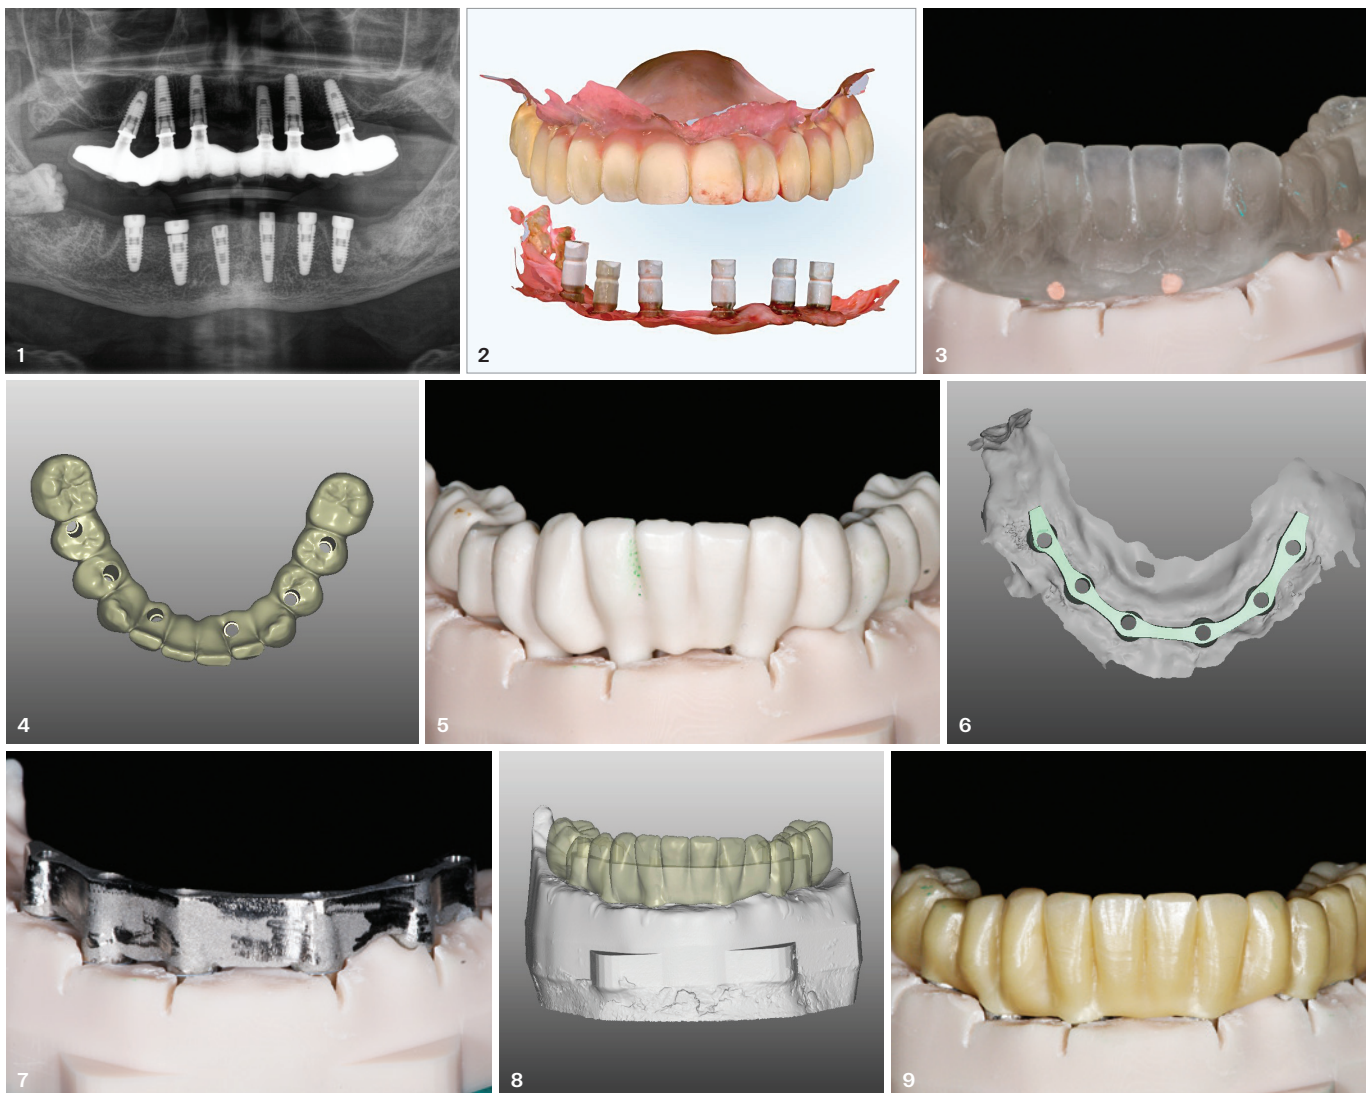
Röntgenbild postchirurgisch. – Abb. 2: Intraoralscan. – Abb. 3: DVT-Schablone. – Abb. 4: CAD-Try-In. – Abb. 5: Try-In. – Abb. 6: CAD-Steg. – Abb. 7: Kobalt-Chrom-Steg auf Modell. – Abb. 8: CAD-Zirkonbrücke. – Abb. 9: Zirkonbrücke auf Modell. – Abb. 10: Zirkonbrücke mit Framebrand.
